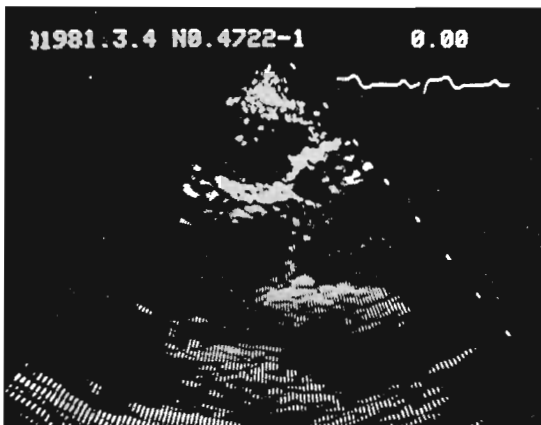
Long axis cross-sectional echocardiogram of prolapse of the left coronary cusp (H. F., 67 yrs, female).
